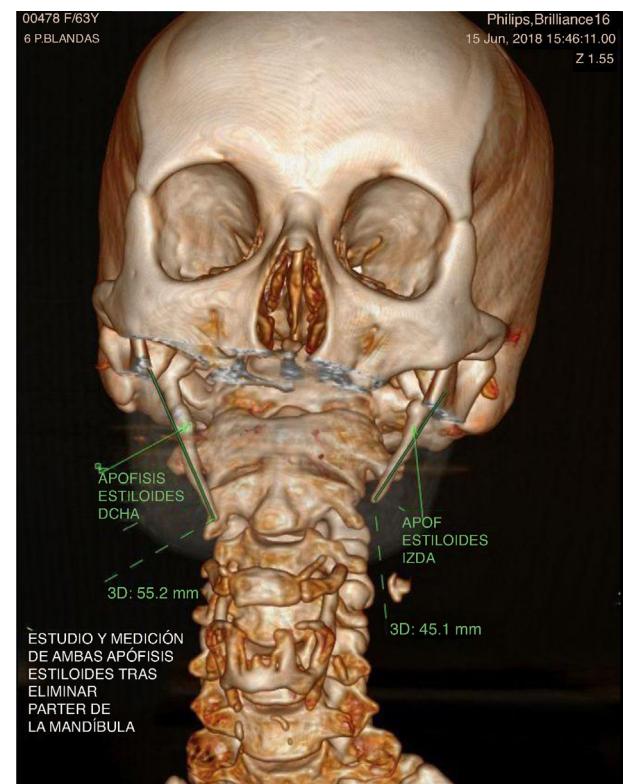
CBCT-3D. Apófisis estiloides elongadas.
